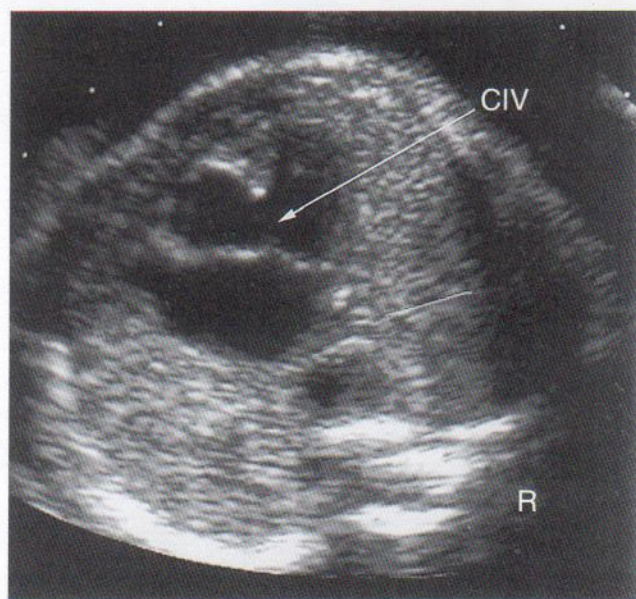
Ecografía del corazón fetal a las 23,4 semanas de gestación con un defecto del tabique auriculoventricular y un gran CIV. (R, raquis.) (Cortesía del Wesley Lee, MD, Division of Fetal Imaging, William Beaumont Hospital, Royal Oak, Michigan, EE.UU.)
